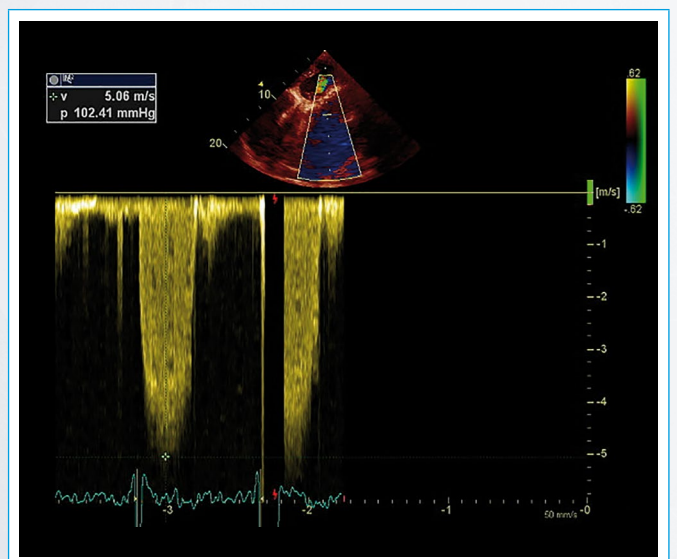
Doppler continuo del jet de insuficiencia
